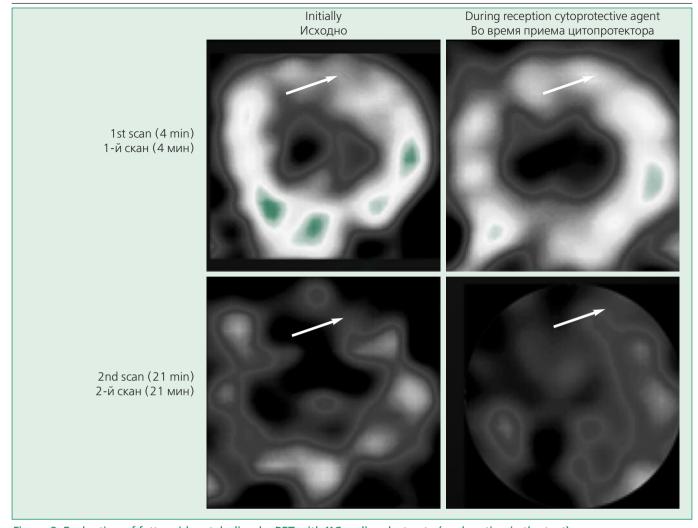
Evaluation of fatty acid metabolism by PET with ¹¹C-sodium butyrate (explanation in the text)
